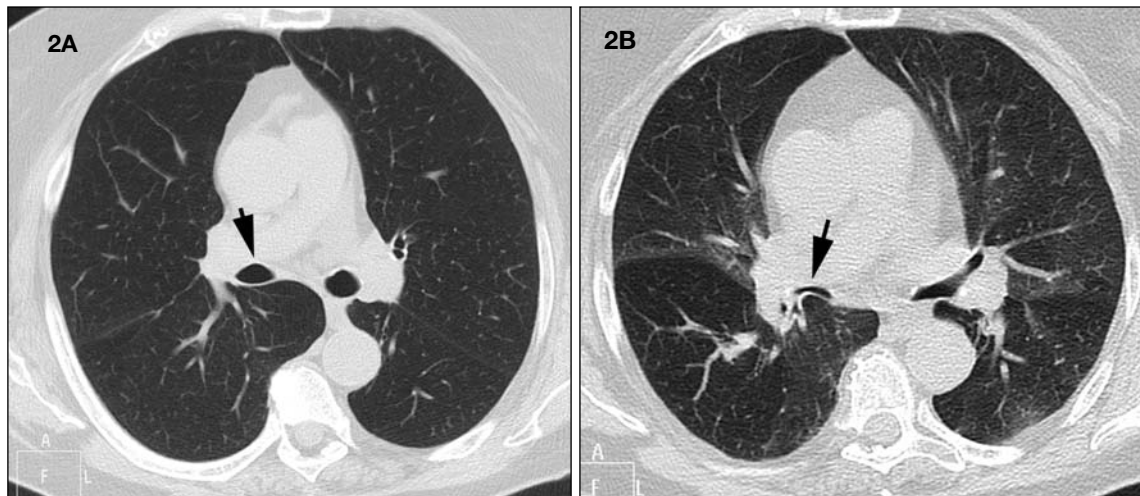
Broncomalacia. A) Corte de TC en inspiración a nivel del bronquio intermediario (flecha). La morfología de dicho bronquio es normal. B) Un corte TC en espiración realizado al mismo nivel demuestra claramente el colapso significativo del bronquio intermediario (flecha).
